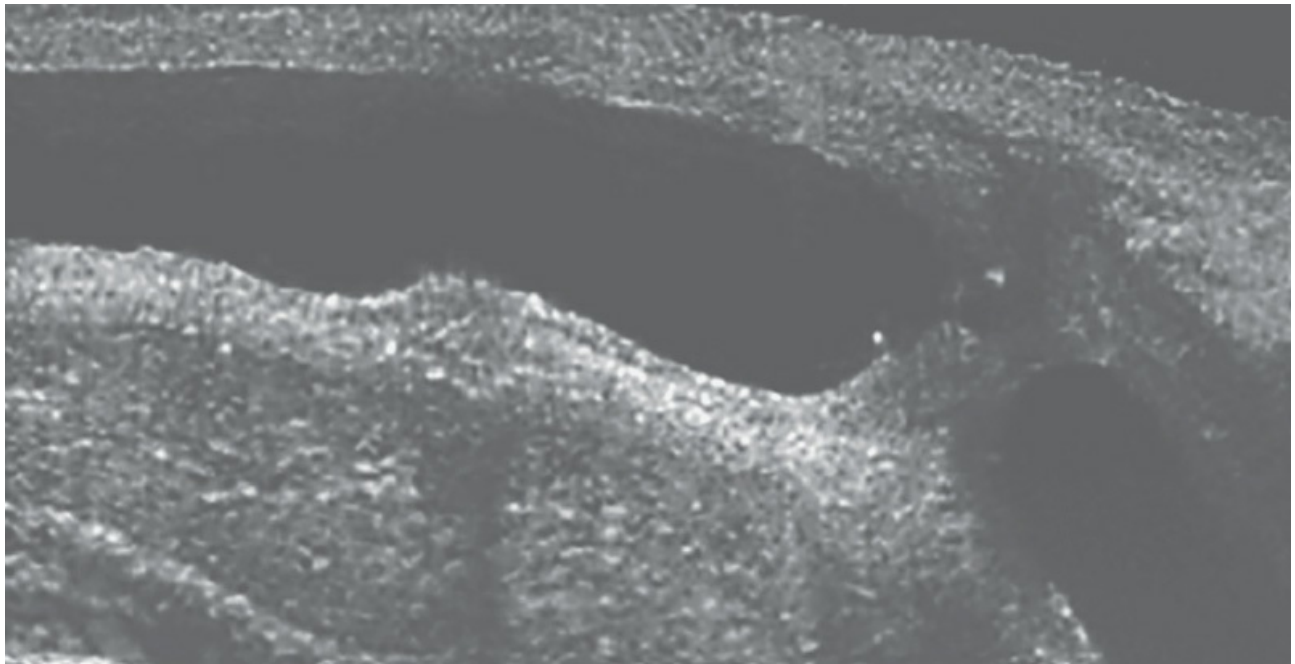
Ultrasonido uretral.
